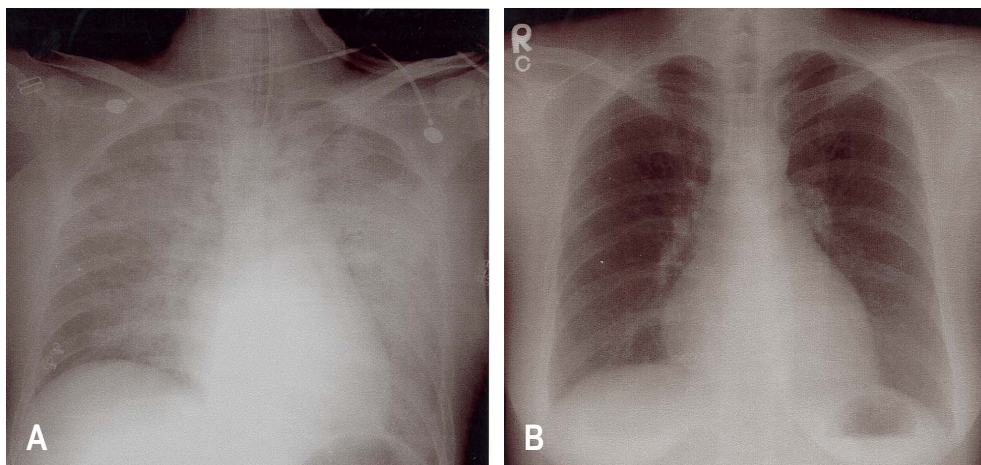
A. At the emergency room, chest X-ray shows acute bilateral pulmonary edema.
